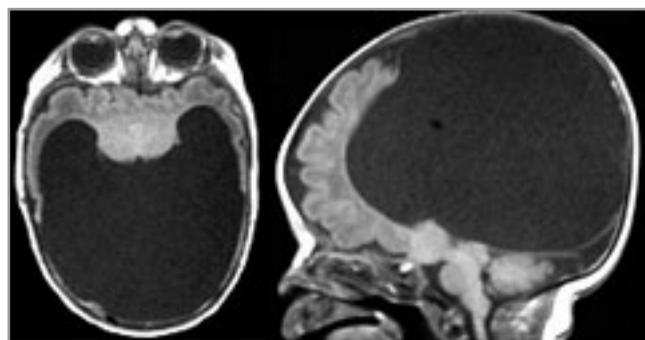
МР-томограми головного мозку у випадку алобарного типу голопрозенцефалії
